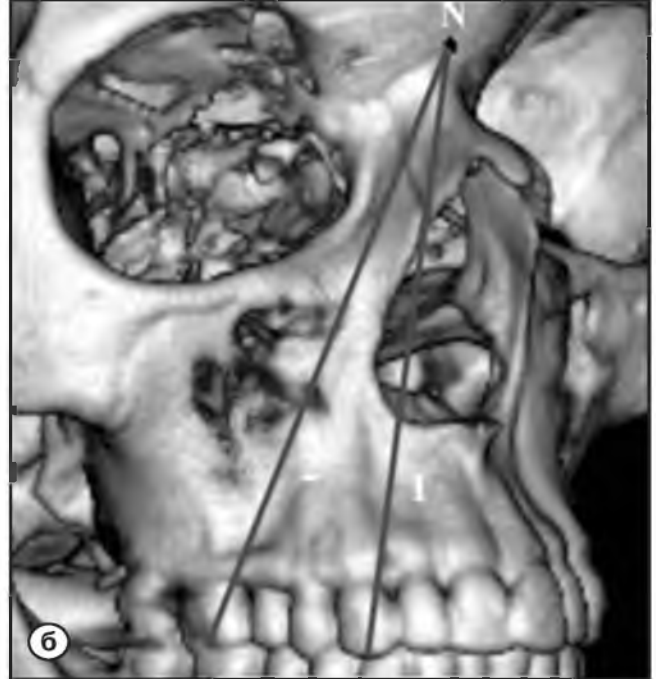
Компьютерная томография. Трехмерная реконструкция в костном режиме. Измерения, используемые для оценки симметричности правой и левой половин верхней челюсти.
